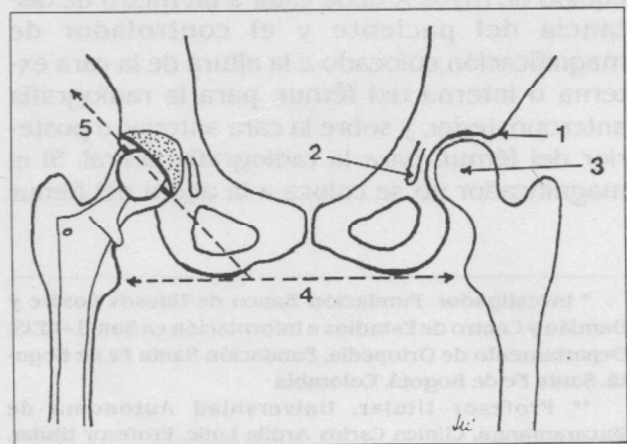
En la radiografía anteroposterior de la pelvis se debe identificar el borde acetabular supero-externo (1), la gota de lágrima (2), y el centro de rotación de la cabeza femoral (3). Se debe trazar una línea biisquiática (4) y una línea a 40 grados que conecte el reborde acetabular supero-externo a la anterior (5).
